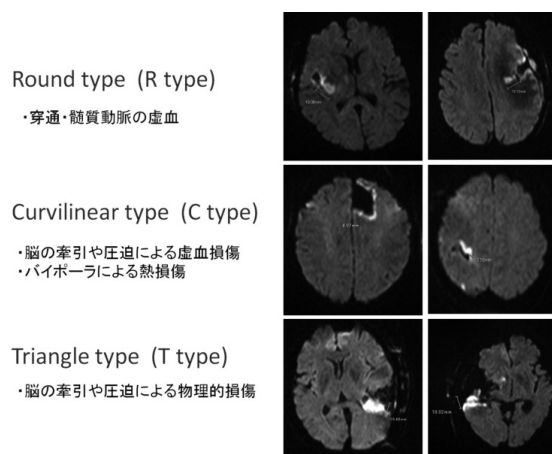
MRI 拡散強調画像 (DWI) での高信号域の出現パターン (3タイプ)
